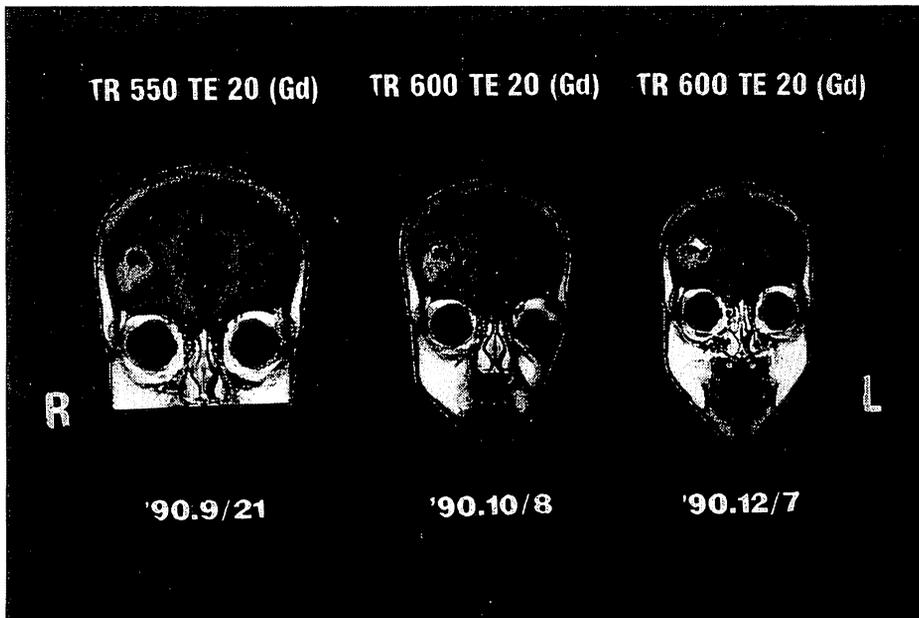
MRI (Gd造影) のT1強調画像の経過
